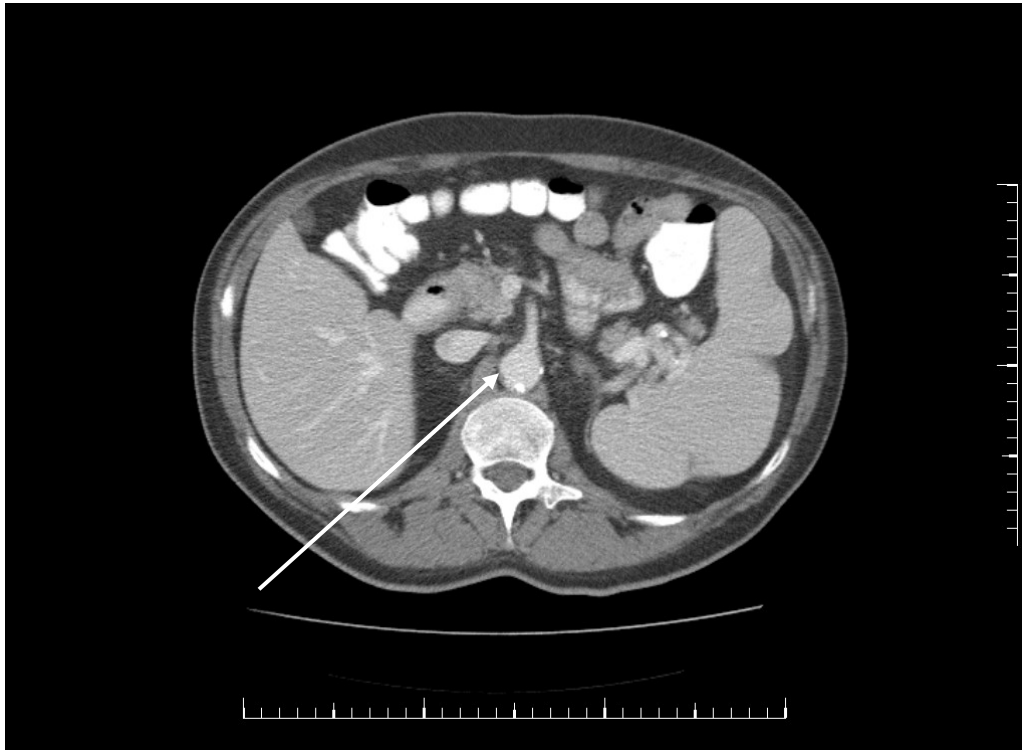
(niet uit mijn proefschrift). Driemaal een CT-snedede door het abdomen op hetzelfde niveau van dezelfde patiënt, maar steeds met zes maanden tussenpoos. De atherosclerotische plaque in de abdominale aorta ondergaat evidente verandering in de tijd. De reden hiervan is niet bekend.
